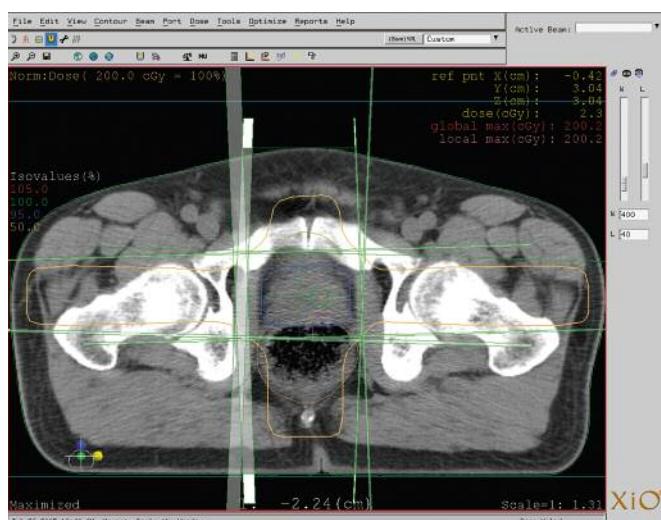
Označavanje kontura prostate, rekturna i mokračnog mjeheria na CT snimkama
